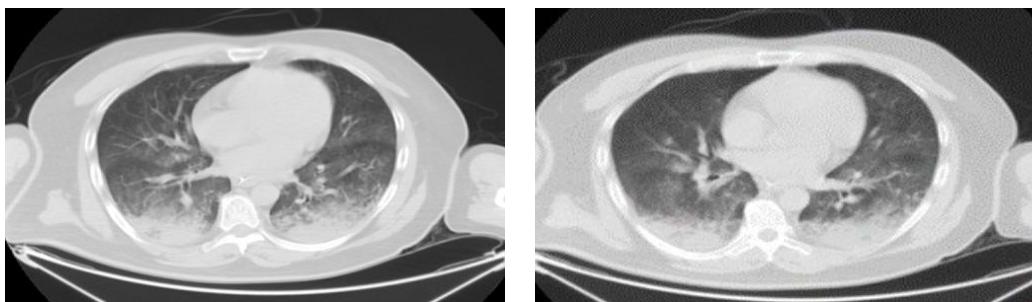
Chest CT on July 26, 2021
